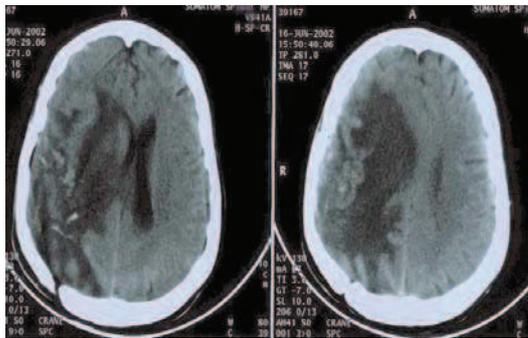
TDM de contrôle
